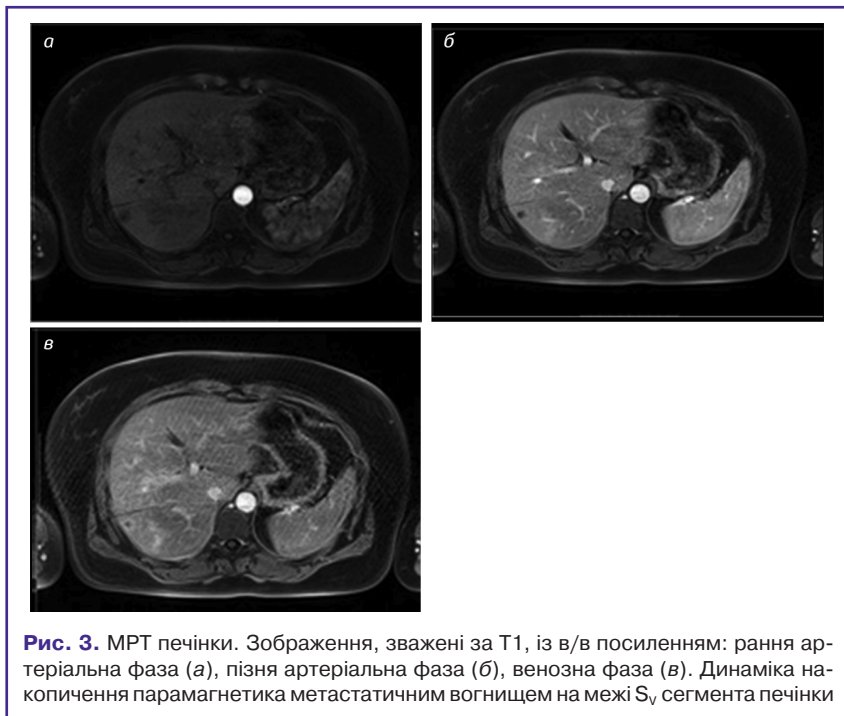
МРТ печінки. Зображення, зважені за T1, із в/в посиленням: рання артеріальна фаза (а), пізня артеріальна фаза (б), венозна фаза (в). Динаміка накопичення парамагнетика метастатичним вогнищем на межі S_v сегмента печінки
